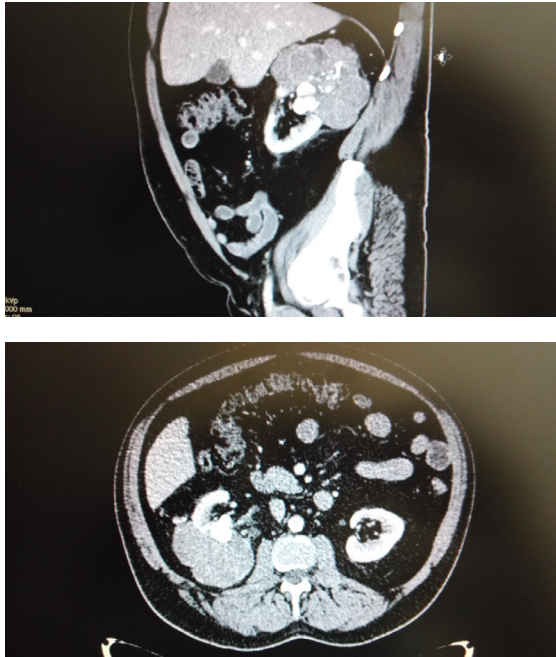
(Caso 2).TAC abdomino-pélvico: masa renal derecha en polo superior de 10,6 cm y contorno irregular en cortes sagital y axial.
